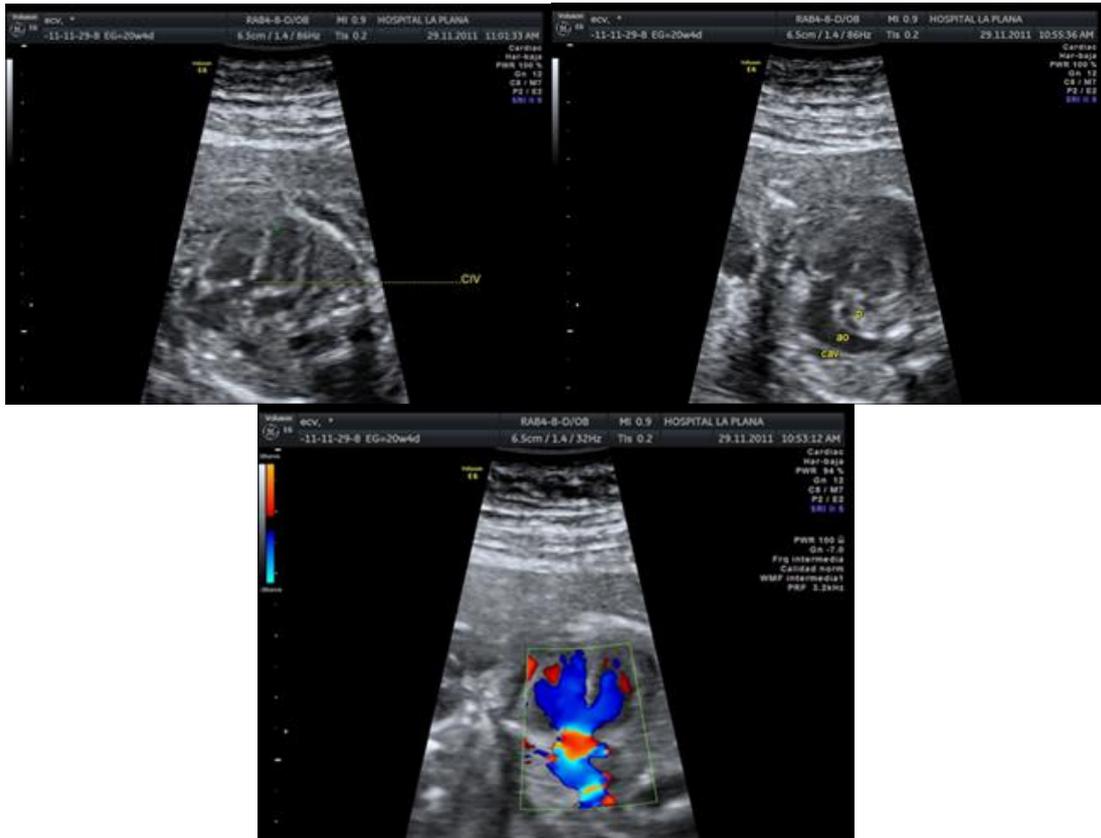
Gestación de 20 semanas con tetralogía de Fallot. En la primera ecografía, vemos un corte de 4 cámaras, donde se aprecia la CIV. En la segunda y tercera ecografía , observamos una aorta dilatada que está acabalgada sobre el tabique interventricular. Presenta también una estenosis pulmonar (no visible en estos cortes).
